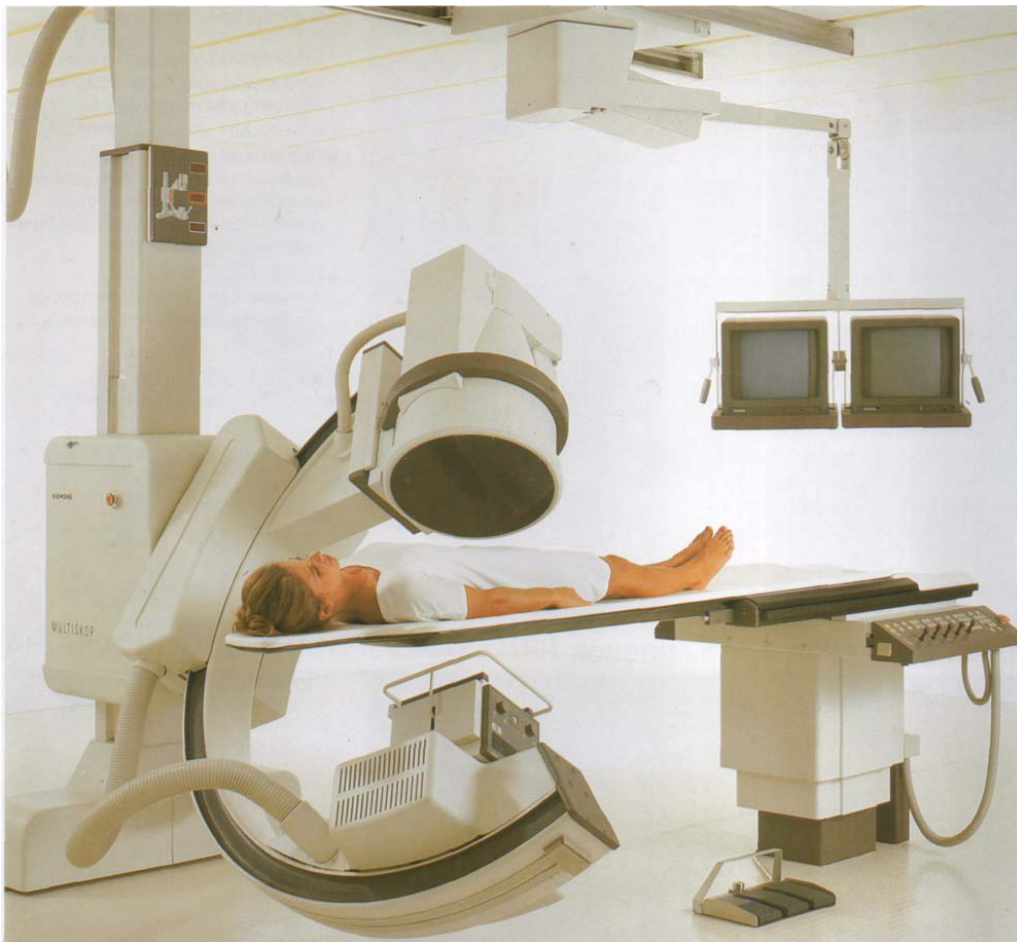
Універсальна рентгенівська система МУЛЬТИСКОП (СІМЕНС)
